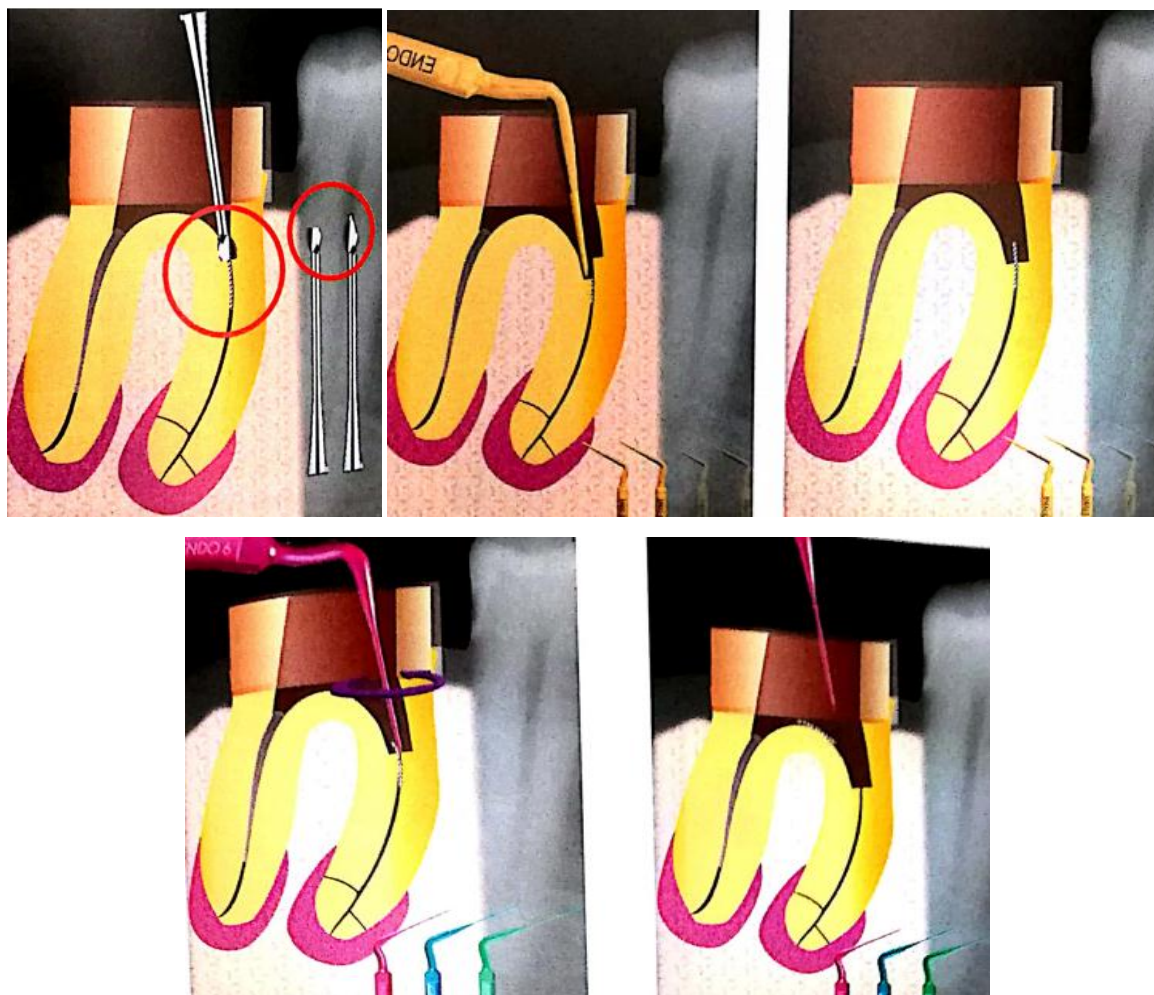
Dépose d'un fragment instrumental à l'aide d'ultrasons. [104]
